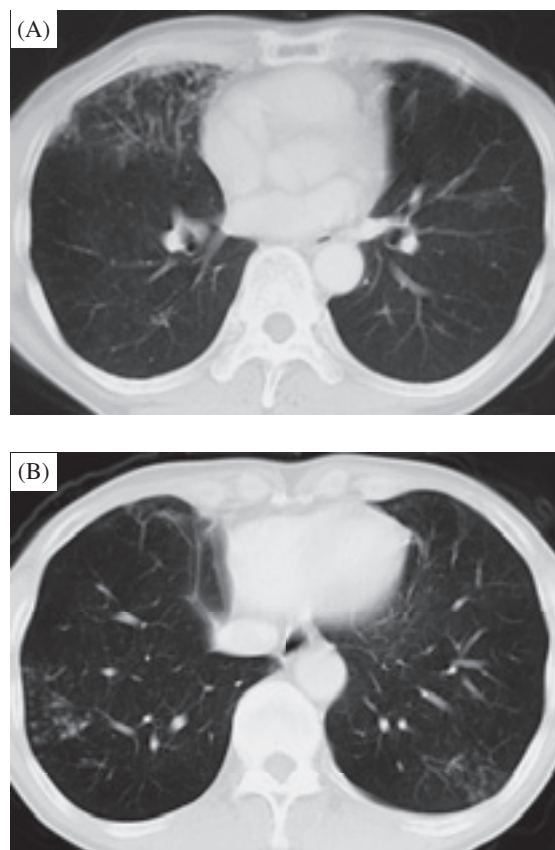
Chest CT at the time of diagnosis of thymoma showed centrilobular small nodules and tree-in-bud sign in right middle lobe (A) and both lower lobes (B).
